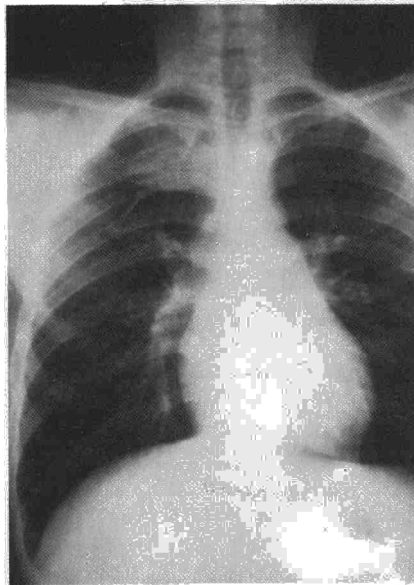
Radiografía antero-posterior de tórax. En la que se aprecia tumoración en campo exterior de 4.<sup>a</sup> costilla derecha con imágenes líticas en su interior.
